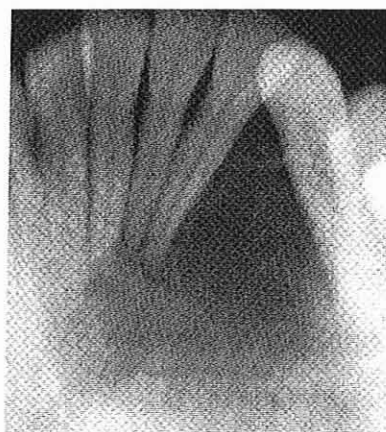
D'après Sapp et coll. [52] myxome odontogène. Radiographie dans la région antérieure de la mandibule.
